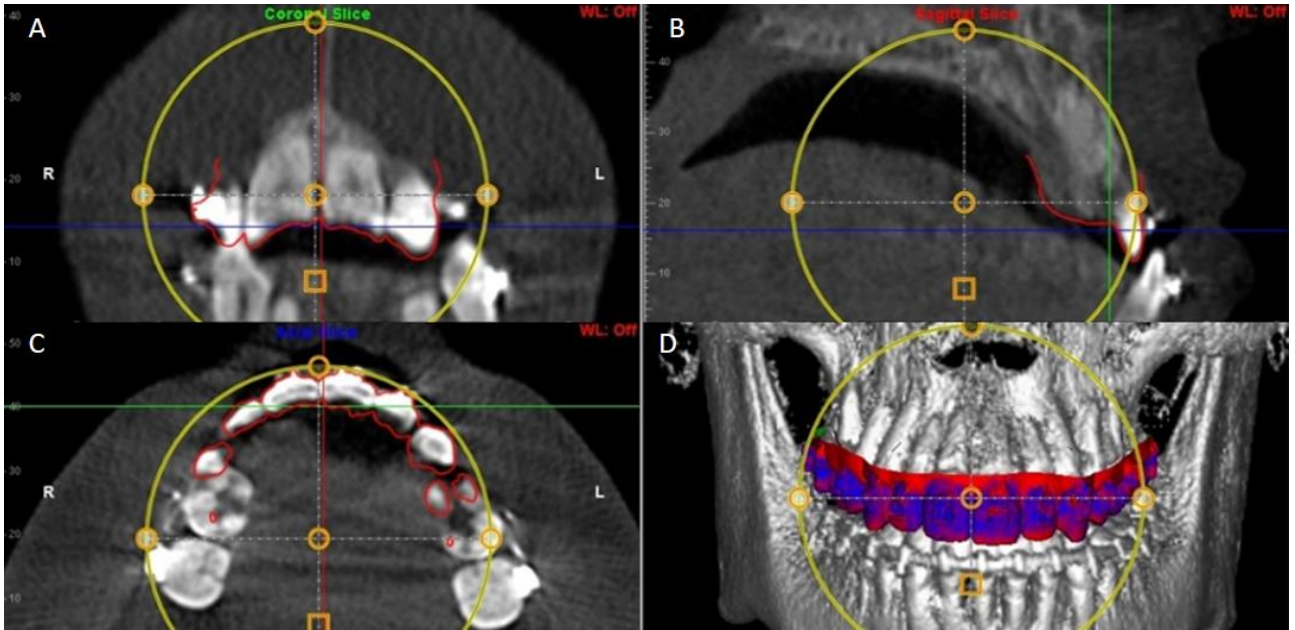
Imagem digital do método de sobreposição dos modelos digitais e imagens dentárias da tomografia. Em A, B e C o contorno externo do arquivo do modelo digital é ilustrado nos cortes multiplanares coronal, sagital e axial, respectivamente. Em D o modelo pode ser visualizado sobreposto à reconstrução 3D com o recurso do mapa de cores.
